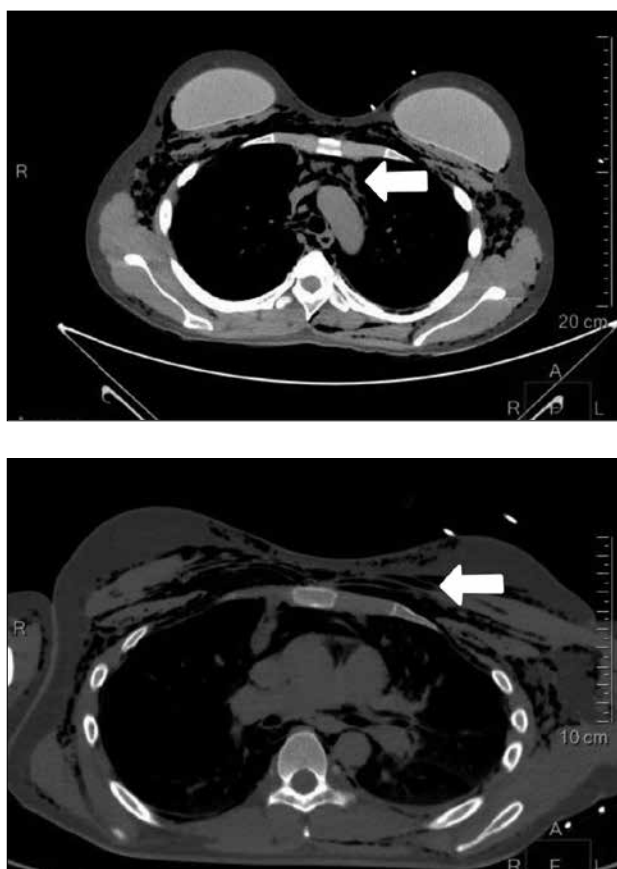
Cortes coronales TC de cuello y torácico. Superior: enfisema subcutáneo que se extiende a través de espacios latero cervicales hasta la base de la mastoides. Inferior: Enfisema subcutáneo y neumomediastino.
